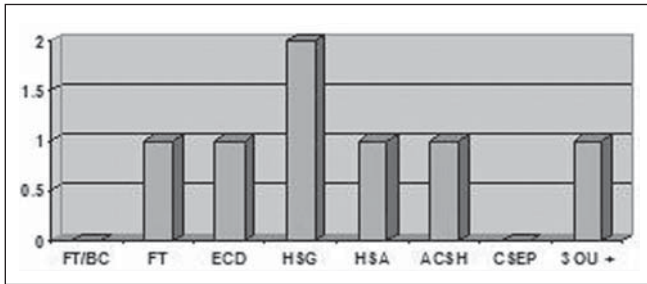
Achados de TC em pacientes com TCE moderado. FT/BC, fraturas de base de crânio; FT, fraturas craniofaciais; ECD, edema cerebral difuso; HSG, hematoma subgaleal; HSA, hemorragia subaracnoidea; ACSH, área de contusão cerebral com sufusão hemorrágica; CSEP, céfalo-hematoma externo; 3 ou +, três ou mais achados na TC.
